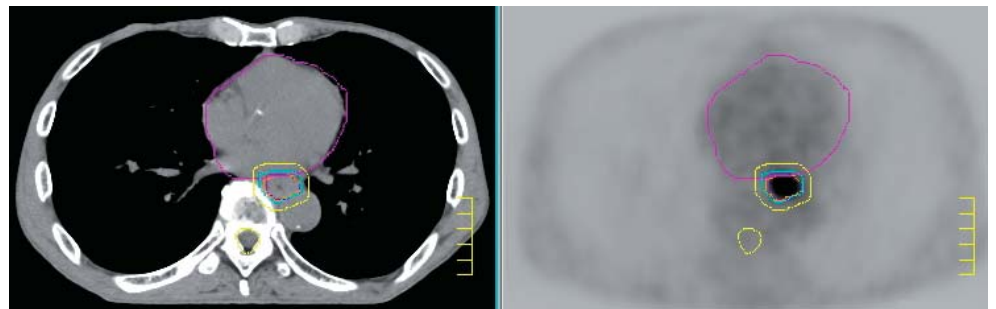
CT-PETイメージフュージョン法による治療範囲の決定
